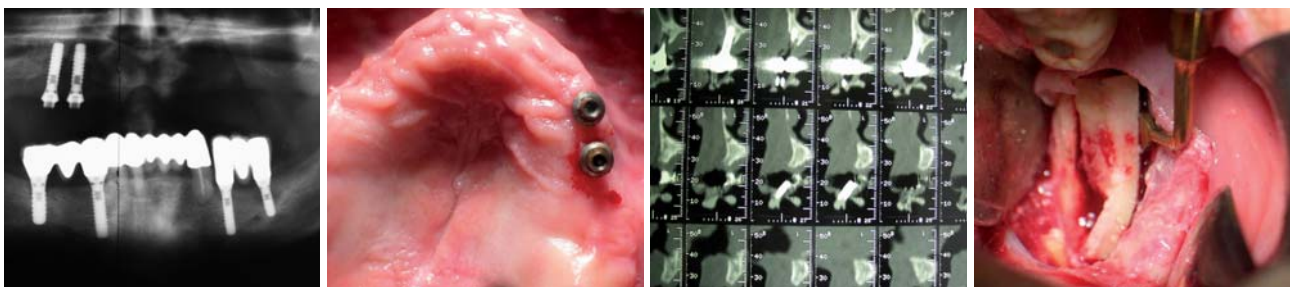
Röntgenologische Darstellungen der insuffizienten Implantate in Regio 14, 15. – Abb. 2: Periimplantitis an Implantaten Regio 14, 15. – Abb. 3: Denta-Scan (CT-unterstützte Diagnose). – Abb. 4: Entnahme eines autologen Knochenblocks (Regio 48, 46) mittels der Piezosurgery-Technik.
